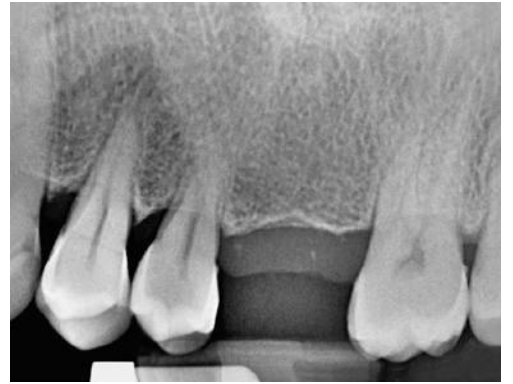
Radiografia periapicale preoperatoria.
